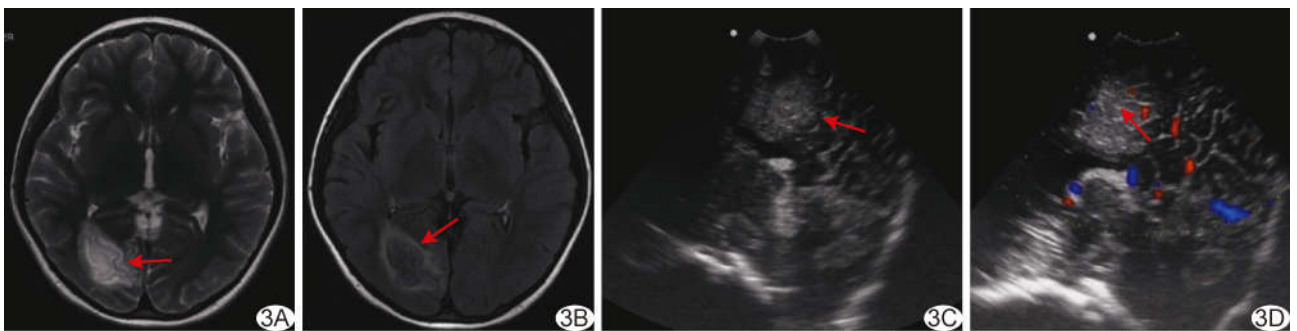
患儿男,5 岁,右侧枕叶 MRI III 型 DNET A. 术前颅脑轴位 MR T2WI 显示病灶呈不均匀稍高信号(箭),边界不清; B. 轴位 T2 FLAIR 序列显示病灶呈混杂信号,边界不清,周边见环状高信号(箭); C. 术中二维超声见稍高回声肿块,内部回声不均,边界不清,形态不规则(箭); D. CDFI 于病灶内见少许血流信号, Alder 血流分级 1 级,内可见“脑沟样”回声(箭)
